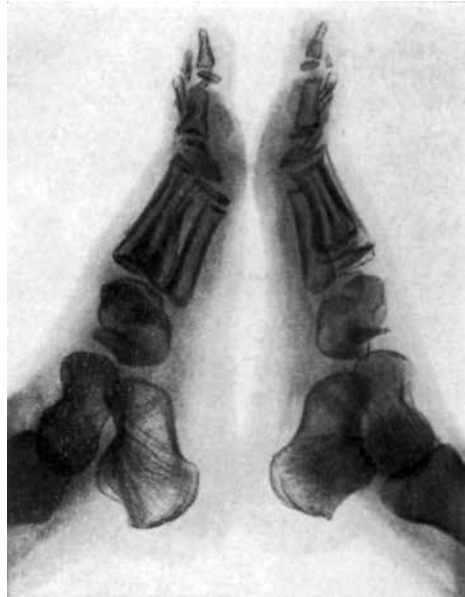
Болезнь Келлера I. Рентгенограмма
